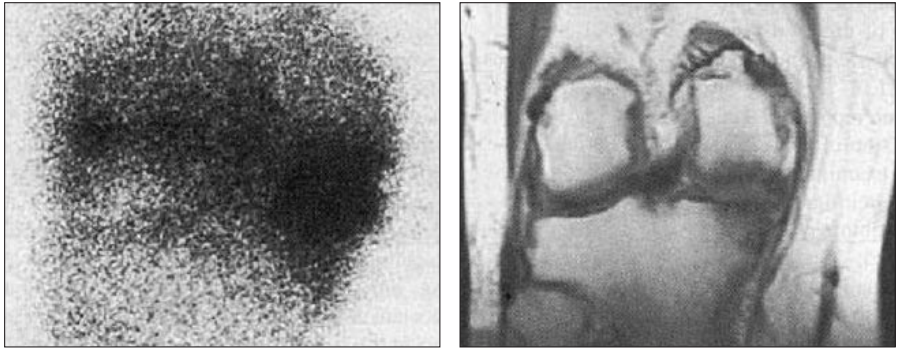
Ipercaptazione alla scintigrafia ossea ed edema midollare alla risonanza magnetica nucleare nell'osso subcondrale in caso di osteoartrosi
